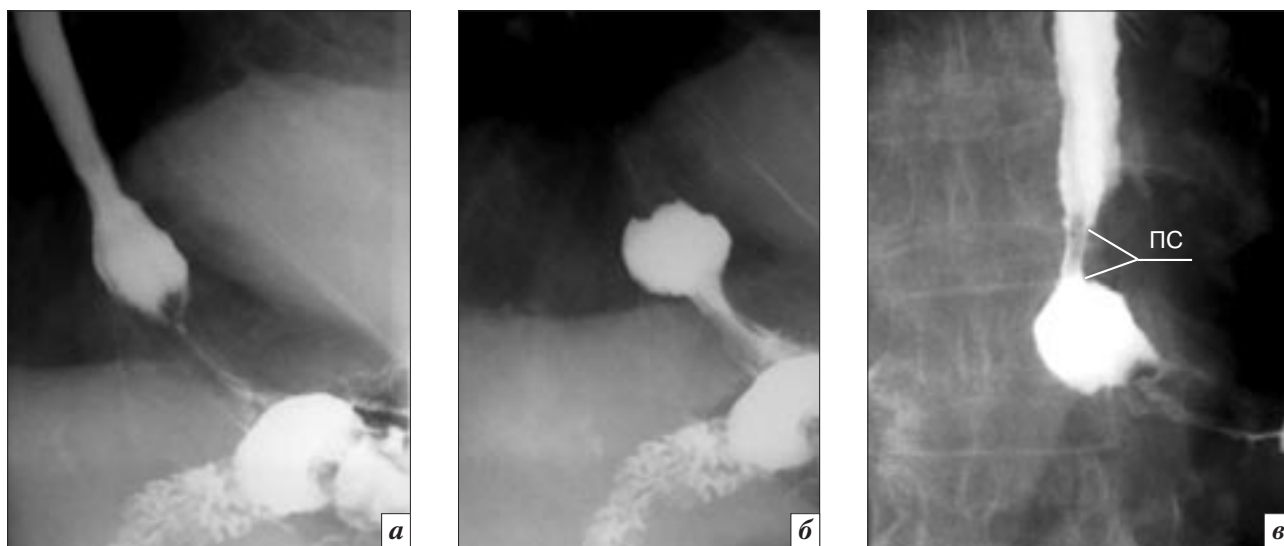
Рентгенограммы ПЖП двух больных 1-й группы во время компрессии живота: а – определяется ампула пищевода над РНЗ длиной 2,3 см; б – та же больная: ампула замкнулась проксимально, и при сокращении ее содержимое выдавливается в желудок через раскрытый канал ПЖП; в – другой пациент: определяется ампула пищевода, замкнутая между двумя зонами сужения; так как известно, что истинная высота D10 равна 2,2 см, можно рассчитать все параметры; ширина ампулы равна 1,7 см, длина проксимальной зоны сужения – 0,7 см, длина дистальной зоны сужения – 2,2 см; ПС – проксимальный сфинктер.
